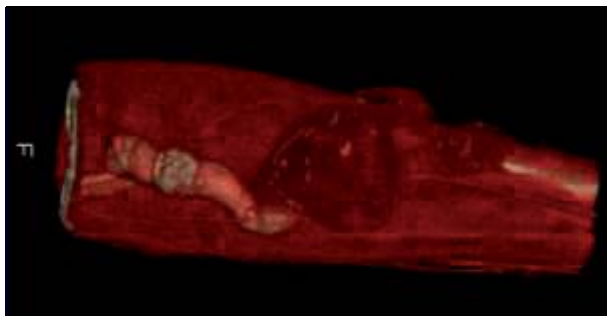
3D-TC angiografia: Tromboza la nivelul aneurismului.
